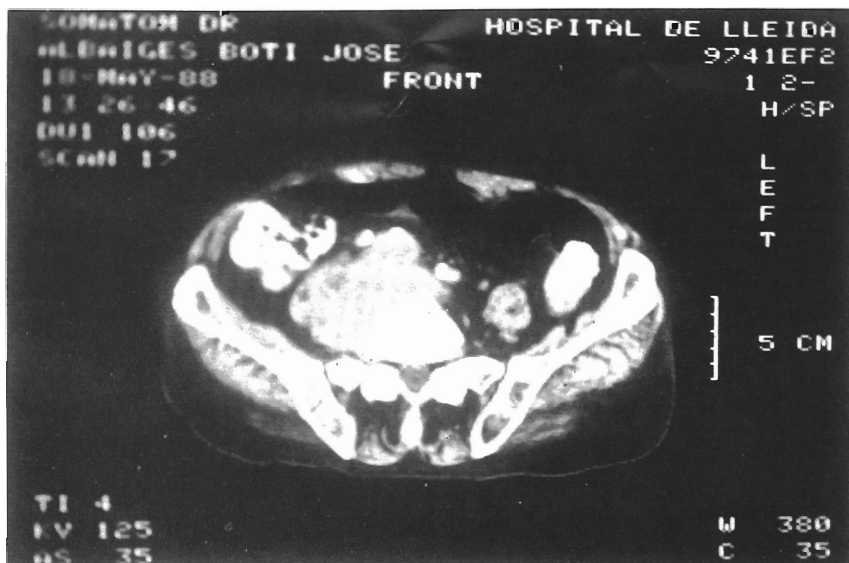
Caso n.º 2 TAC abdominal que fue informado como tumor retroperitoneal con infiltración de vértebra lumbar, sugestivo de neoformación, corresponde a gran aneurisma ilíaco micótico por salmonella.
